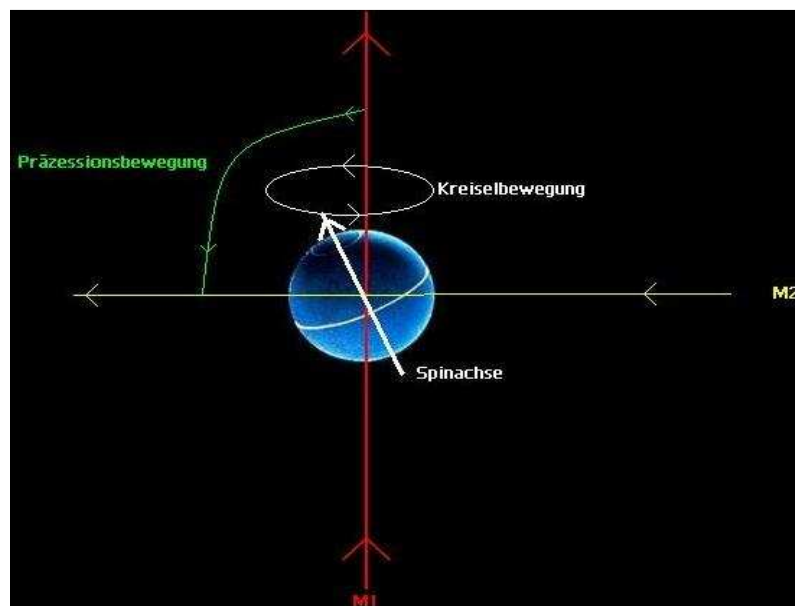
Mechanismus der Kernspinresonanz
